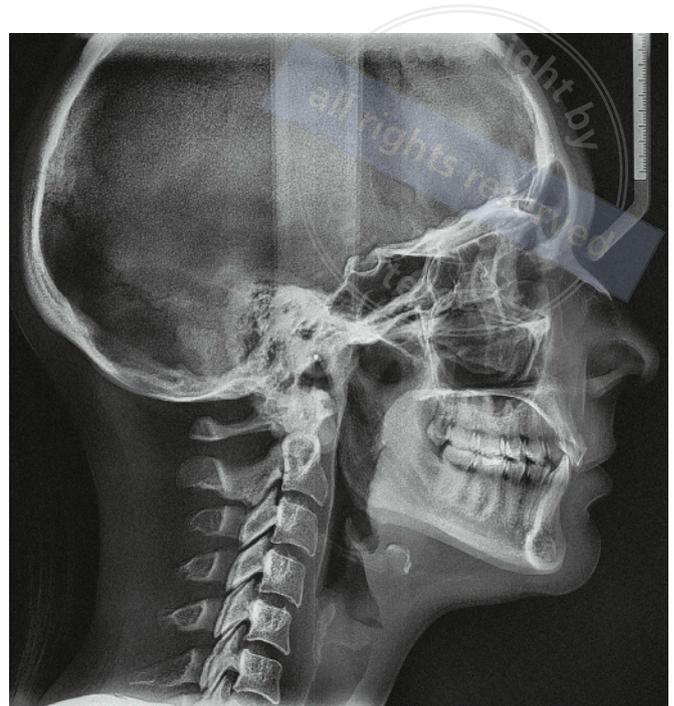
Ausgangsbefund im Fernröntgenseitenbild nach Erstversorgung und vor Beginn der kieferorthopädischen Behandlung (OFE).
